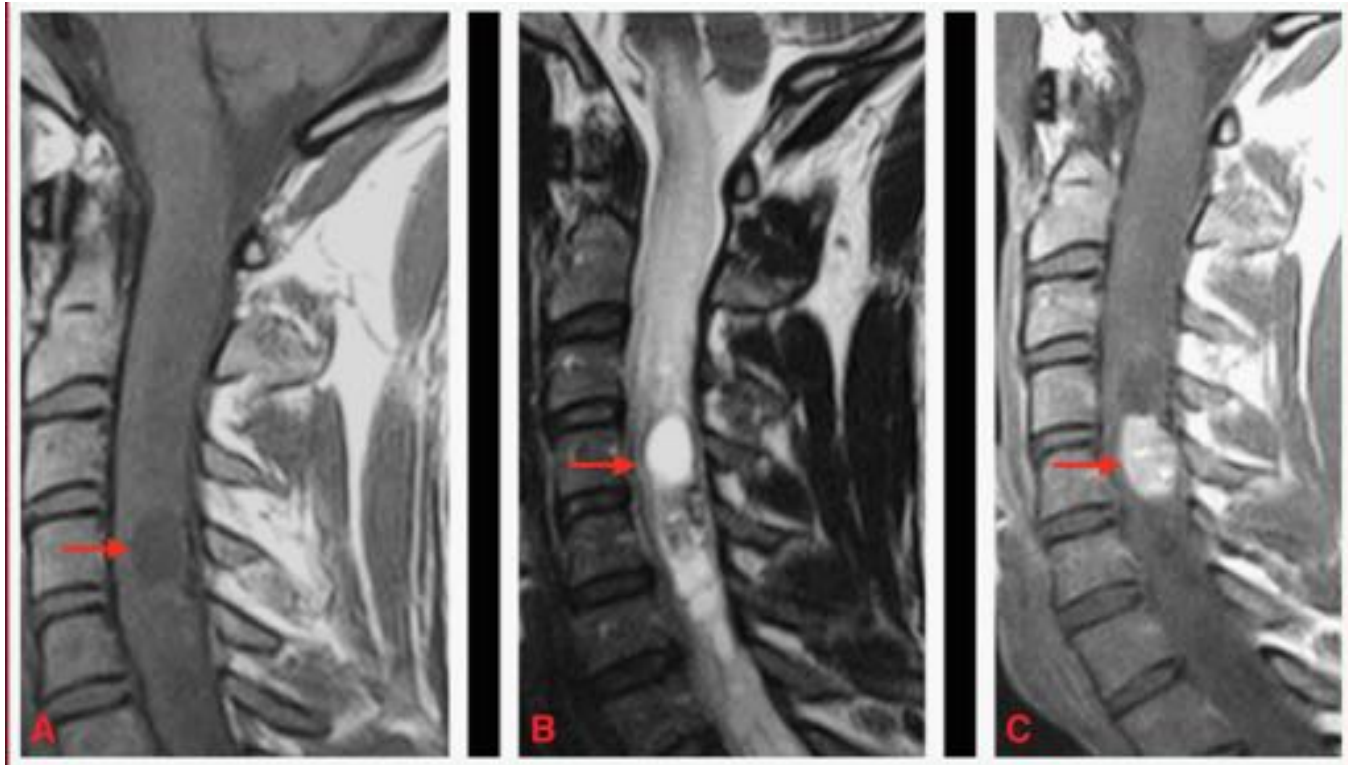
Hemangioblastoma. Hombre de 21 años. (A) Imagen de RM cervical T1 sagital que muestra una masa heterogénea de C4 a C6 con una lesión nodular craneal, junto con una gran lesión hipointensa expansiva a lo largo de la médula espinal. (B) Imagen sagital T2 que muestran un nódulo proximal con señal hiperintensa y área hipointensa en relación con hemosiderina, así como extenso edema intramedular. (C) Imagen sagital T1 con contraste que muestra un nódulo con intenso realce heterogéneo.
